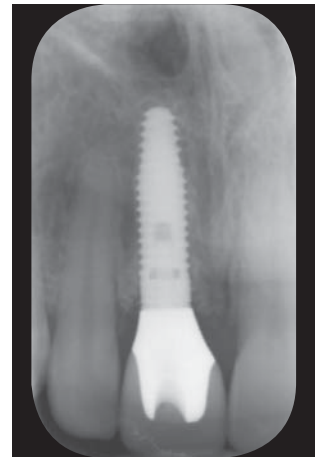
Röntgenkontrolle des Implantats ein Jahr nach der prothetischen Versorgung
